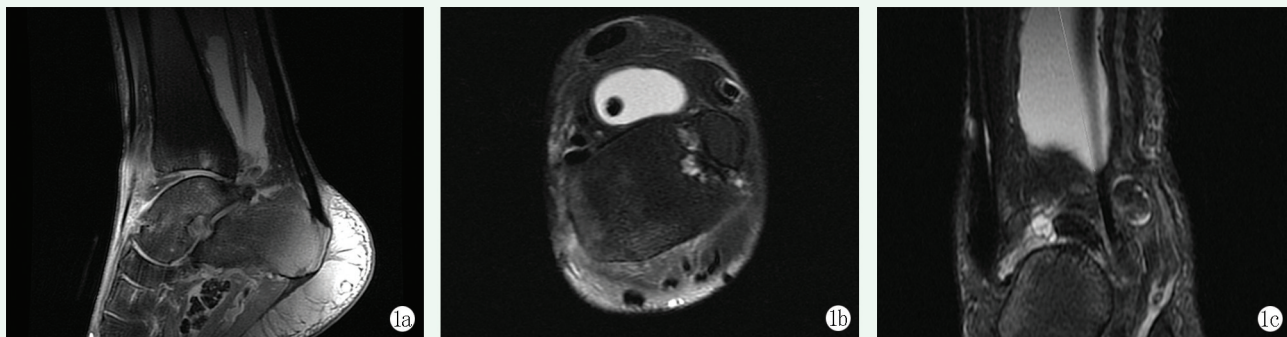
患者男性, 47 岁。1a: MRI 矢状位示右踝关节吻合欠佳, 组成骨见骨质增生, 关节面关节软骨变薄, 软骨下骨质内见斑片状 fs T2 高信号影, 边界欠清; 1b: MRI 横断位示内踝骨质内见囊样液体信号影, 边界较清; 1c: MRI 冠状位示关节腔及关节囊内液体信号影增多, 可见多发游离体信号, 关节周围软组织肿胀、fs T2 信号增高, 踇长屈肌肌腱周围见囊样信号影。
